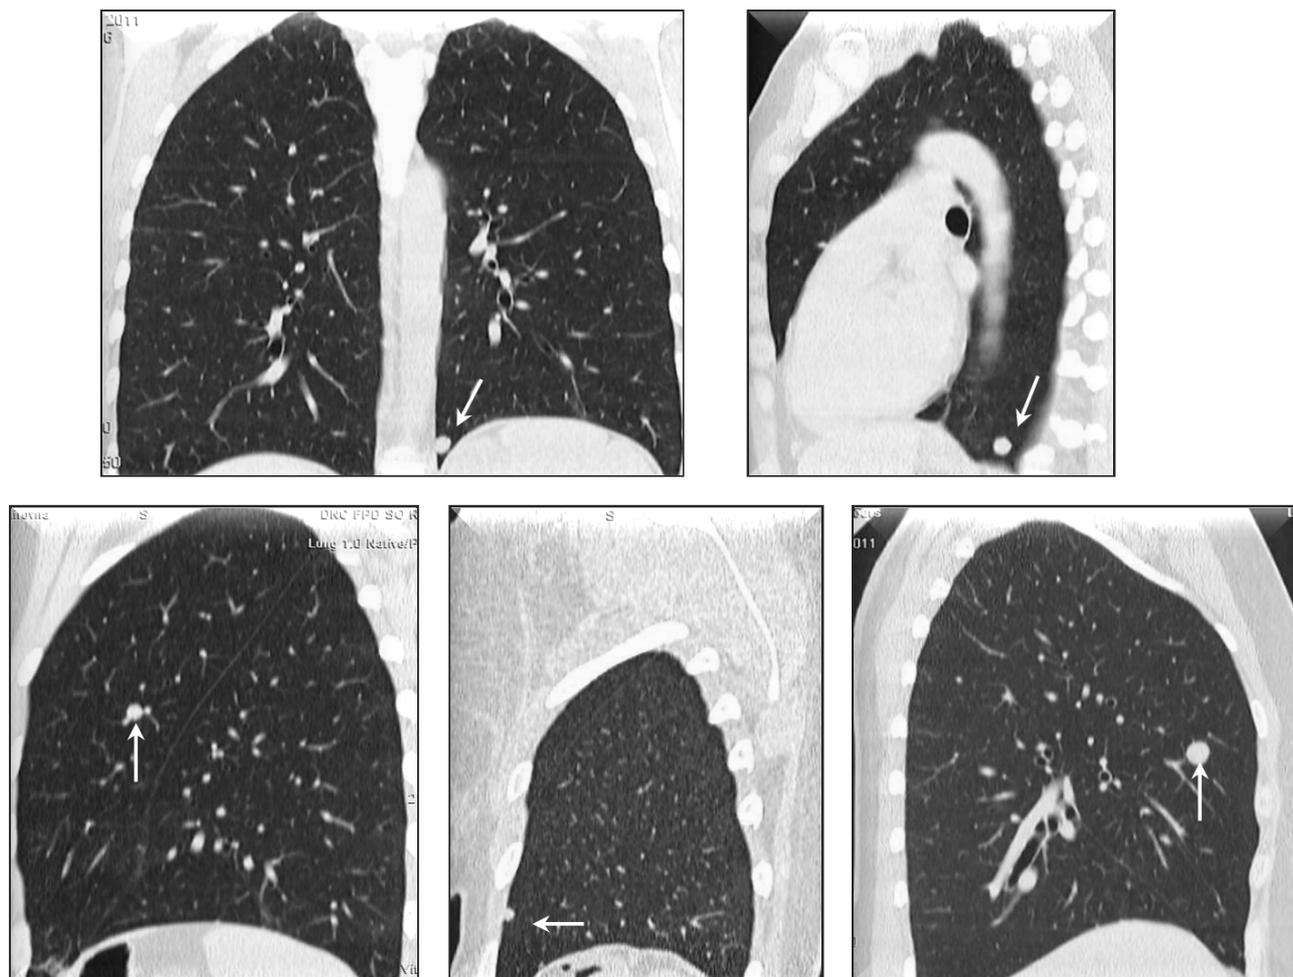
МСКТ, мультипланарная реконструкция во фронтальной, левой и правой боковой проекциях. В различных сегментах обоих легких выявляются 4 узелковых образования (отмечены стрелками).
